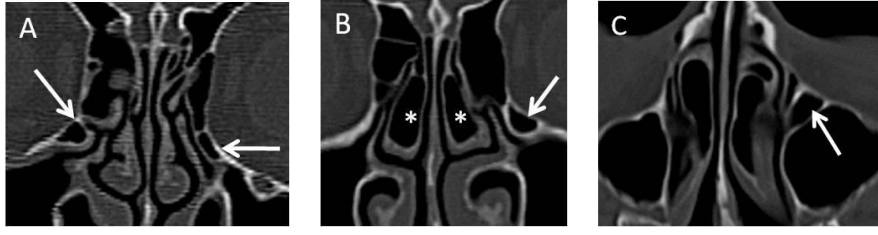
UP tip 6 bağlanımı. Koronal BT’de ardışık kesitlerde A) ve B) UP'nin orta konkaya yapıştığı görülüyor (oklar).
